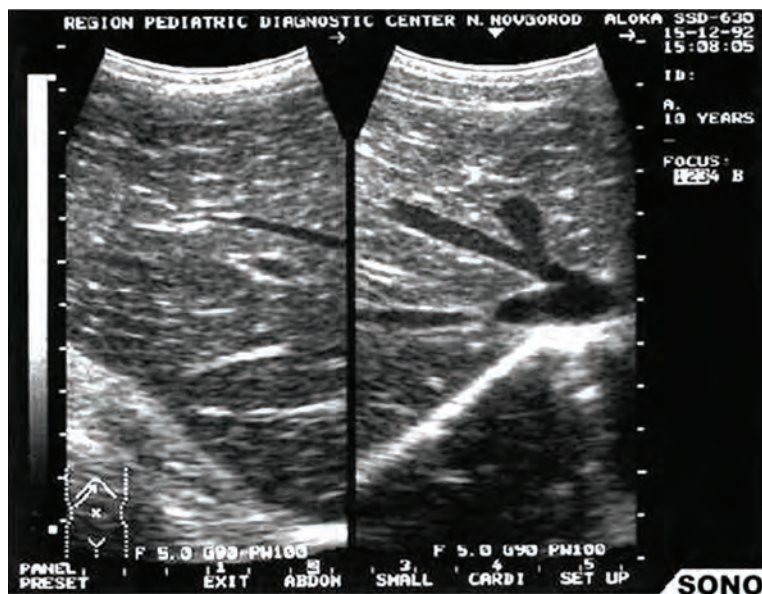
УЗИ печени при рецидивирующем холангите на фоне колибациллёза Жильбера
